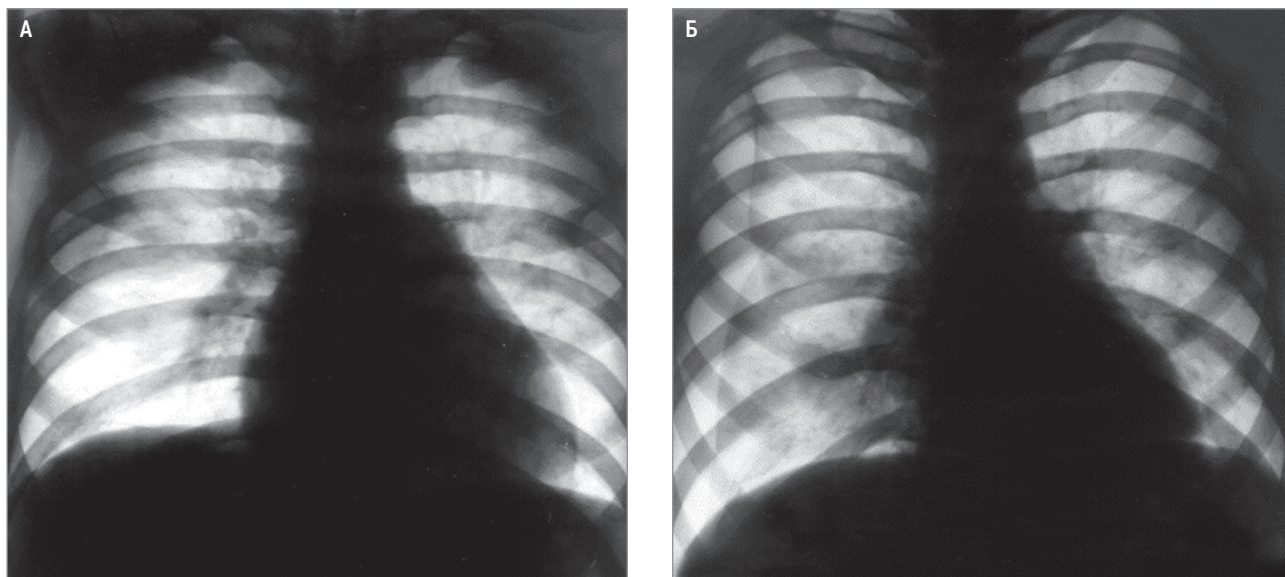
Рентгенограмма грудной клетки: А – ларвальный парагонимоз; Б – правосторонний пневмоторакс с коллапсом легкого на $\frac{1}{3}$ объема, грубая деформация легочного рисунка в нижних отделах с фиксацией купола диафрагмы на уровне 5-го ребра
